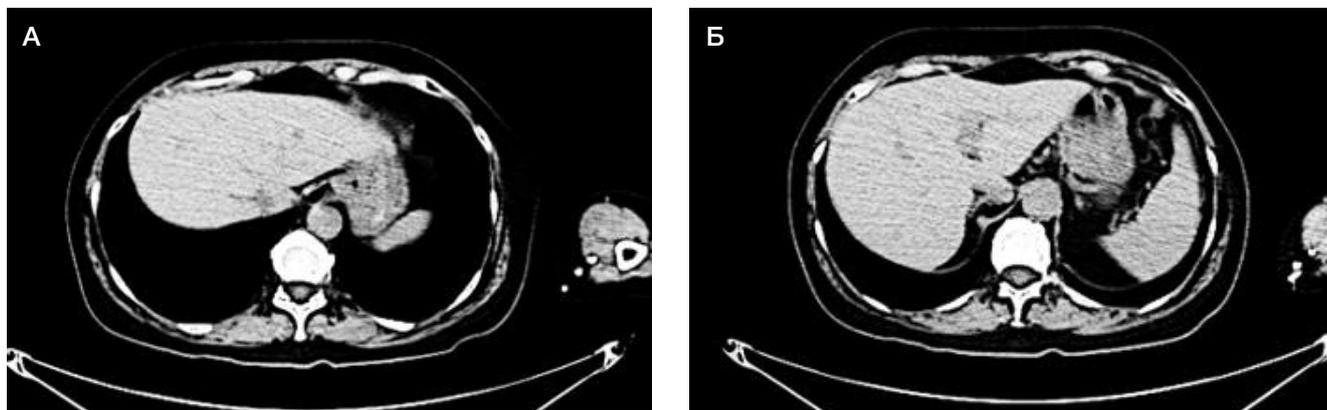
А, Б. Компьютерная томография брюшной полости от 01.03.2023. В обеих долях печени единичные метастатические очаги до 0,9 см, уменьшение размеров очагов с 30.11.2022 (положительная динамика)
